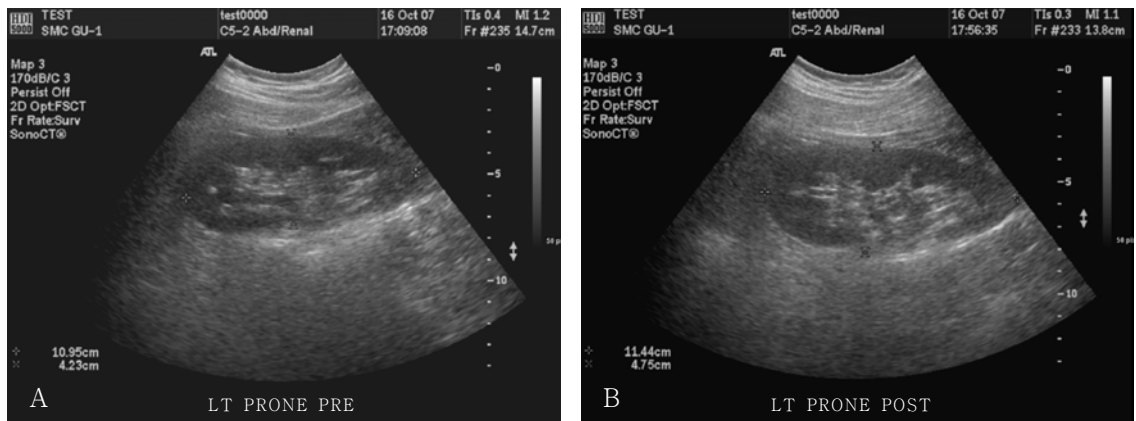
Ultrasound image in prone position before and after moisture intake
